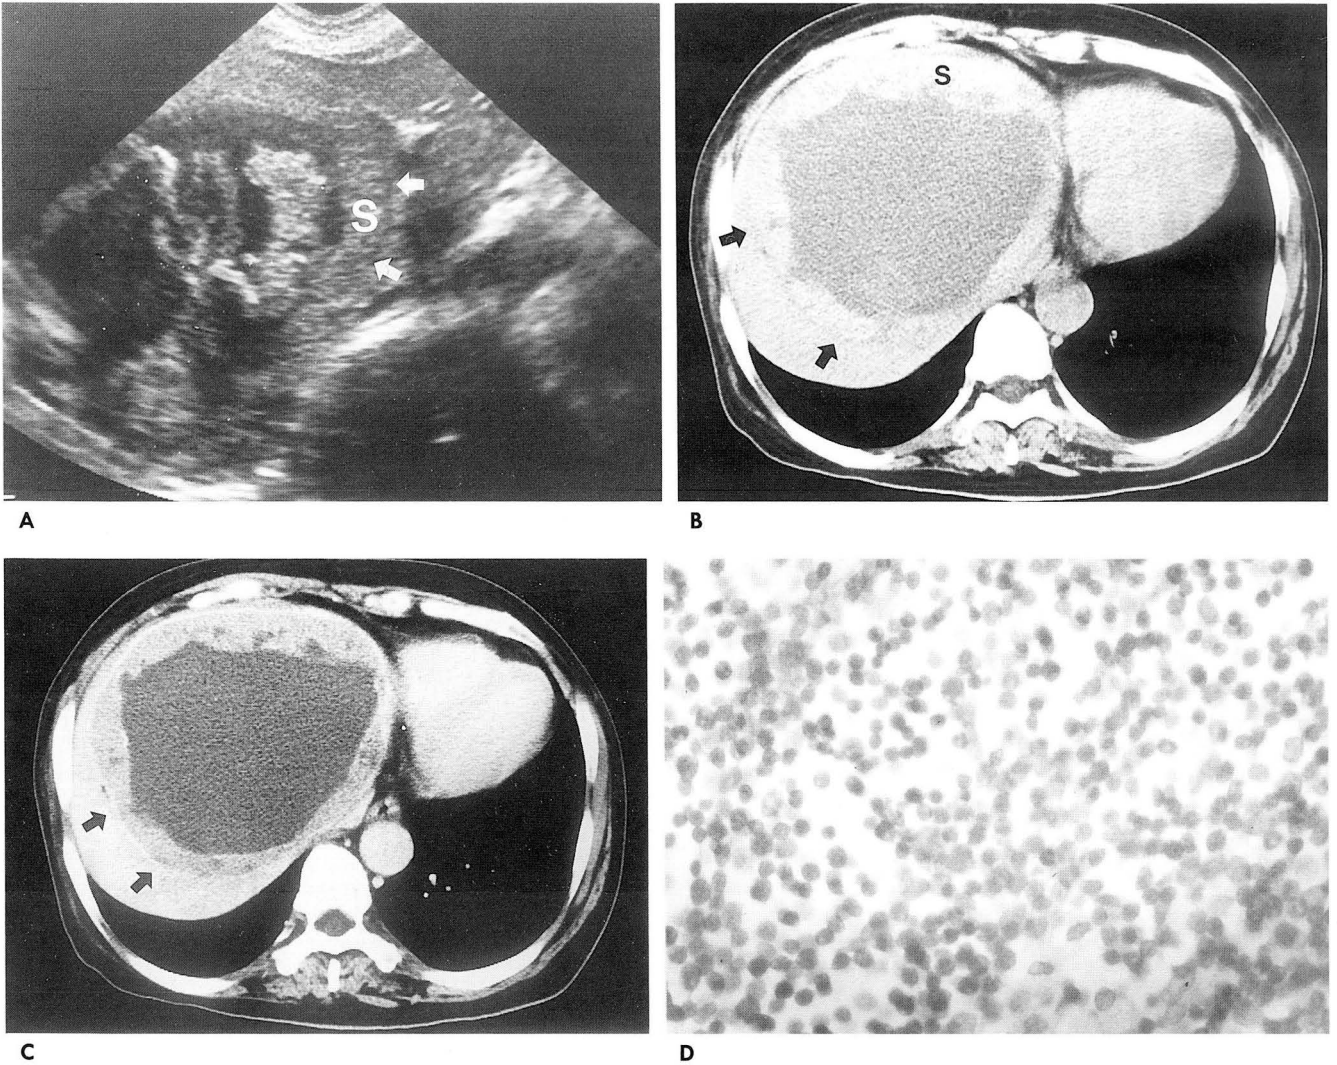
A. Ultrasonogram shows a large, ovoid, encapsulated (arrows) mass, which has a isoechoic peripheral solid component (S). There is a large area of mixed high echogenic and anechoic components in the central portion of the mass.
